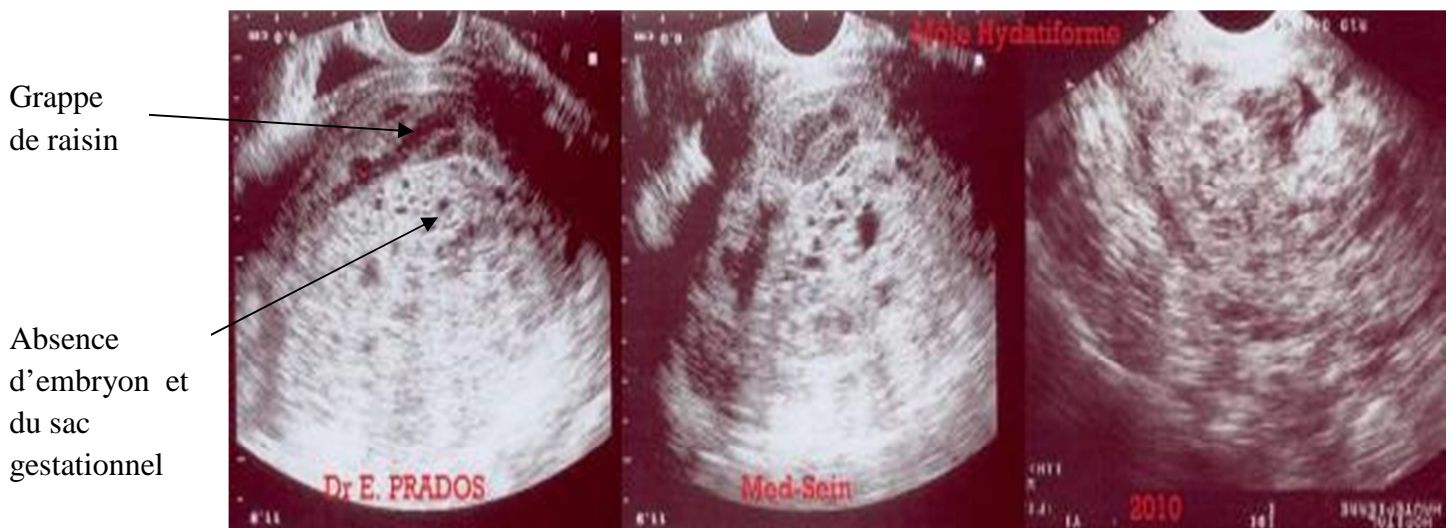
Image échographique de la mole hydatiforme complète (Anonyme, 2009)
